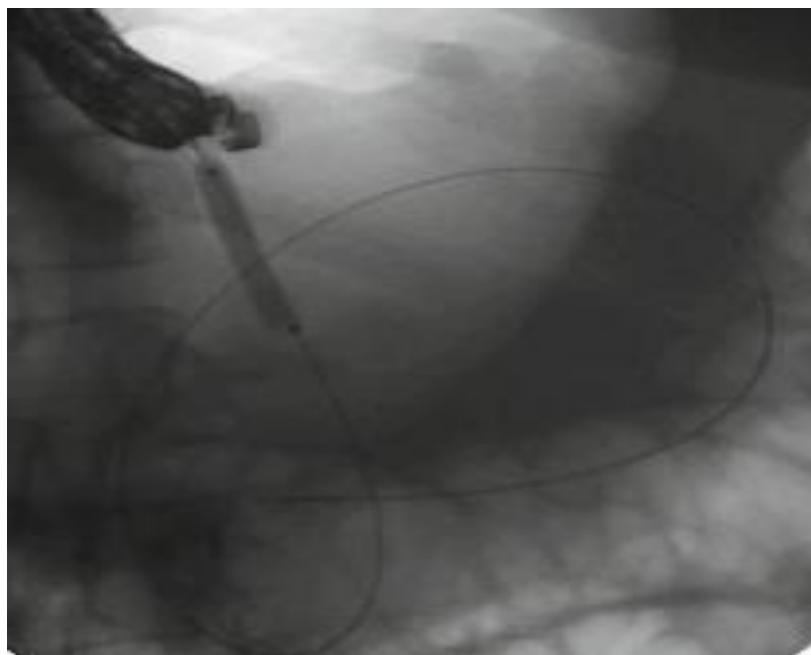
Дилатація пункційного отвору гідростатичним балончиком, уведеним по нітіоловому провіднику діаметром 0,032, рентгенологічний контроль.
